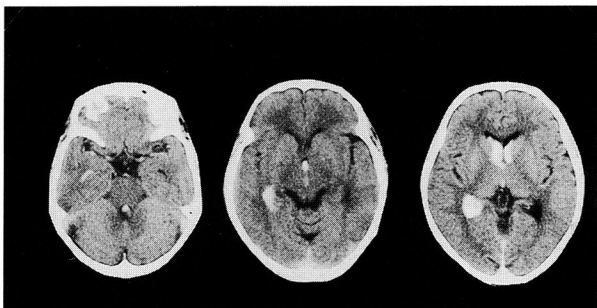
CT scans revealing an intraventricular hemorrhage.
